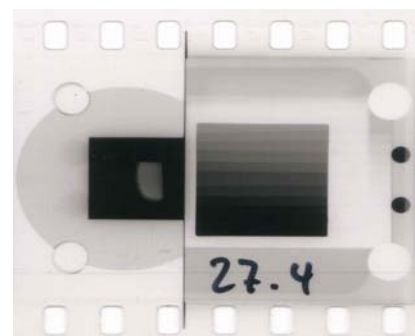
Mikroradiografische Aufnahme der Probe 27.4 nach dem Versuch ohne Fluorid, die Veränderungen der Graustufen sind auf der Probe deutlich zu erkennen
